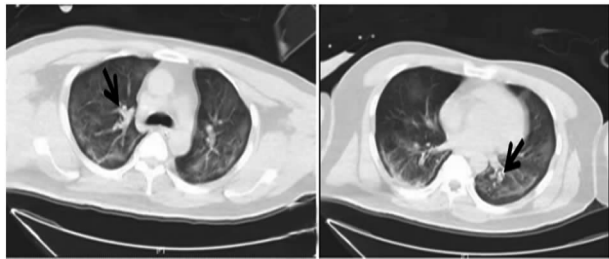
8 月 29 日 CT(注:箭头指示为双肺可见斑片状、片状高密度影,双肺炎症)
